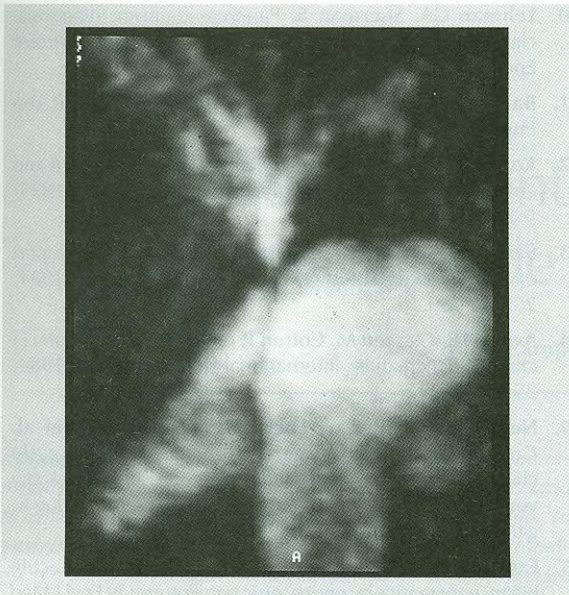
Anastomosis biliar-entérica. El sitio de la anastomosis hepaticoyunal se demuestra claramente en esta imagen de colangiografía por RM.
